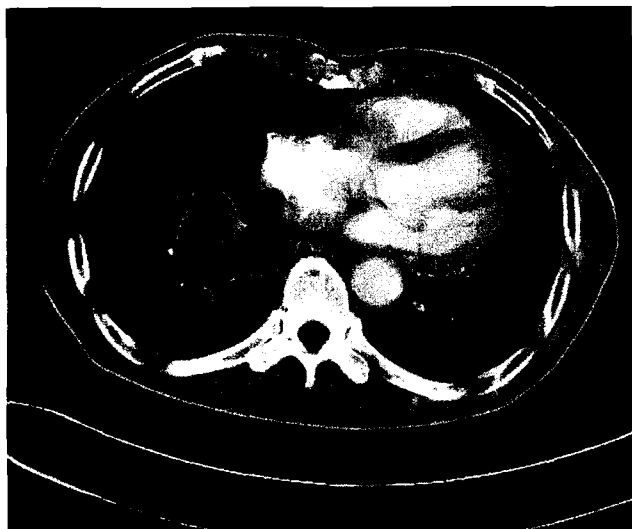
Chest CT scan shows a lobulating contour mass in right lower lobe.
